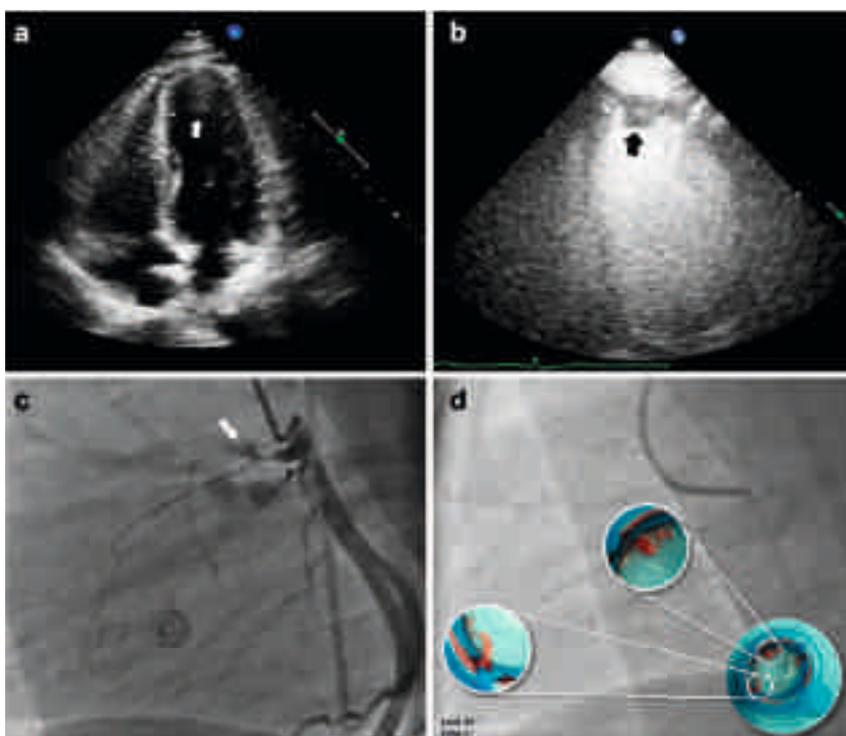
Ecocardiografía y angiografía coronaria. a. Ventana ecocardiográfica apical 4 cámaras: masa compatible con TA (flecha blanca). b. Ecocardiograma con ecopotenciadores: TA (flecha negra) tras opacificación de cavidad ventricular. c. Oclusión trombótica de la ADA proximal (flecha blanca). d. Trombectomía coronaria. Círculo inferior-izquierdo: trombo “blanco” reciente rico en plaquetas obtenido de la ADA distal. Círculo superior-derecho: material trombótico “rojo” más antiguo y rico en hematíes extraído de la oclusión proximal.
